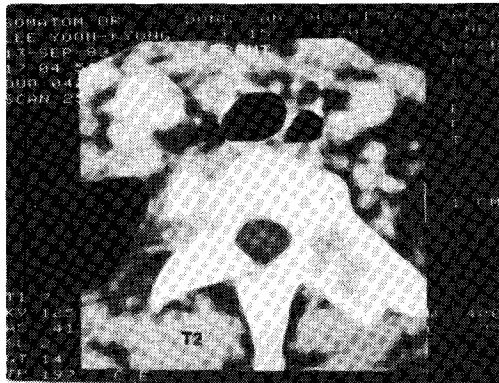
Computed tomography of the T2 vertebra: Lesions appeared in the right posterior side of vertebral body, both pedicle and left transverse process. There is some paravertebral abscess accumulation in the right side of the body.
